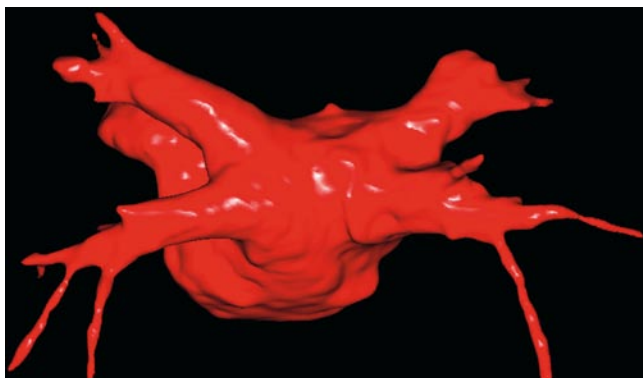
◀ Segmentierte Darstellung des linken Vorhofs nach Bildakquisition mittels C-Arm-CT
